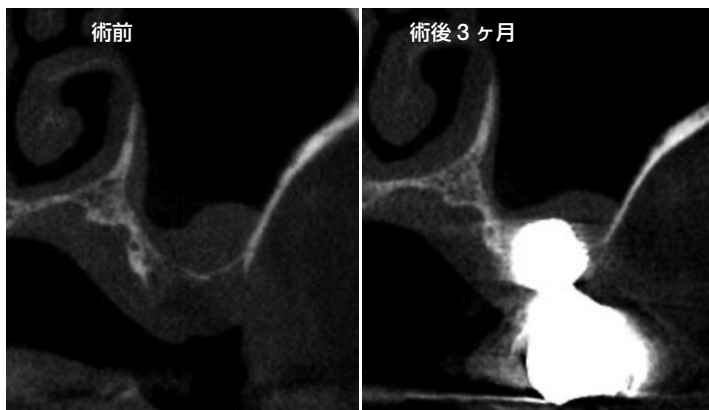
術前と最終補綴物装着後 3 ヶ月のフォローアップ時の CT 所見。上顎洞粘膜肥厚も改善され、インプラント周囲には新生骨が形成されているのがわかる。
